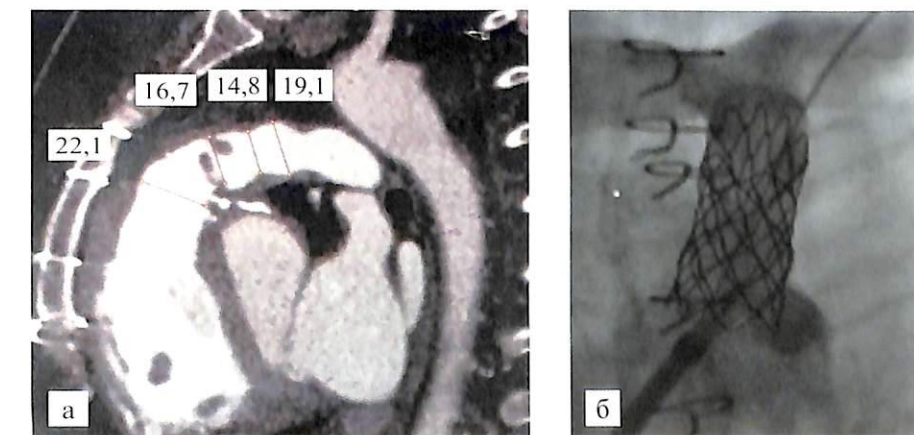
Пациентка Т., 11 лет после операции Росса: а – МСКТ протеза в ВОПЖ (стенки кальцинированы, стенозы в проекции анастомозов); б – ангиография имплантированного стента в позицию протеза в ВОПЖ (ксенографта)
